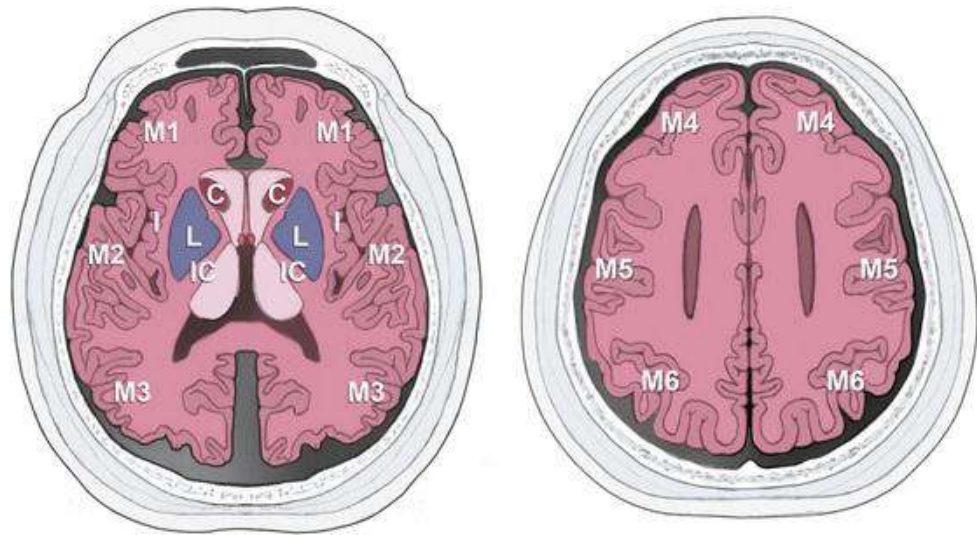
Шкала ASPECTS (Alberta stroke program early CT score) [96]
